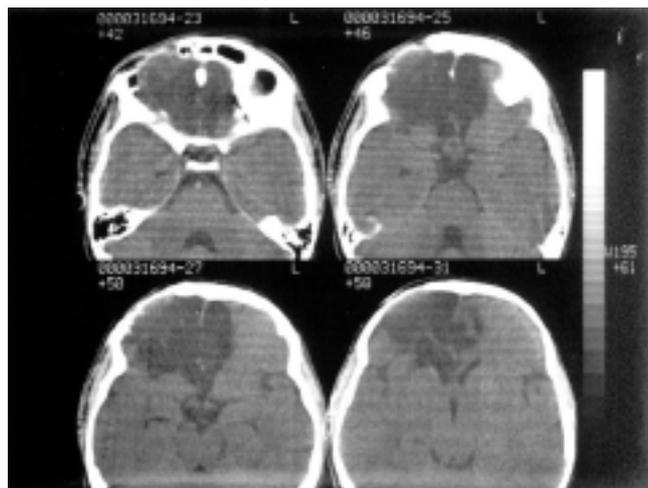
На КТ-граммах выявляются кистоподобные разрежения в лобной доле мозга.
